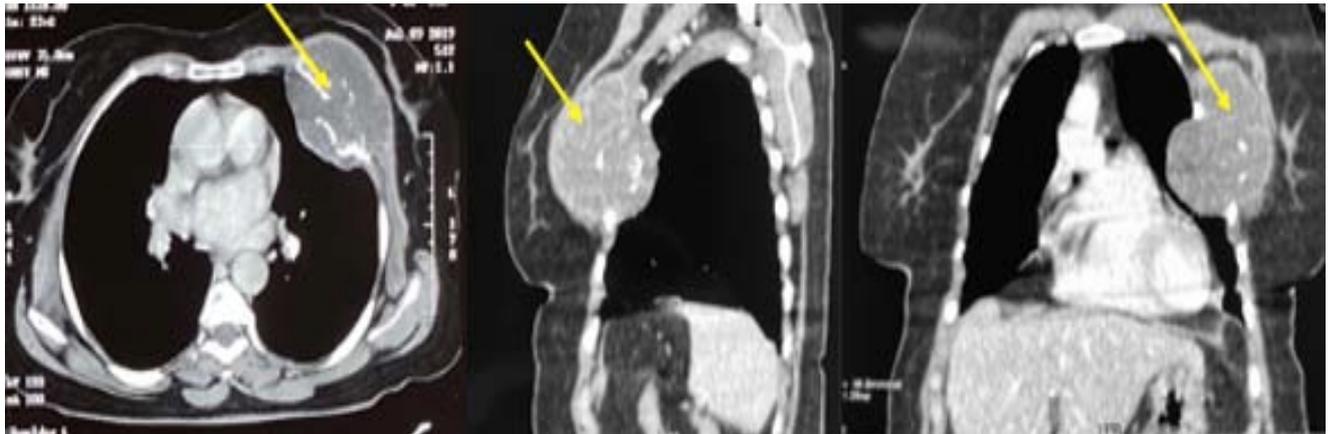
TDM thoracique (le 09/07/2019)
